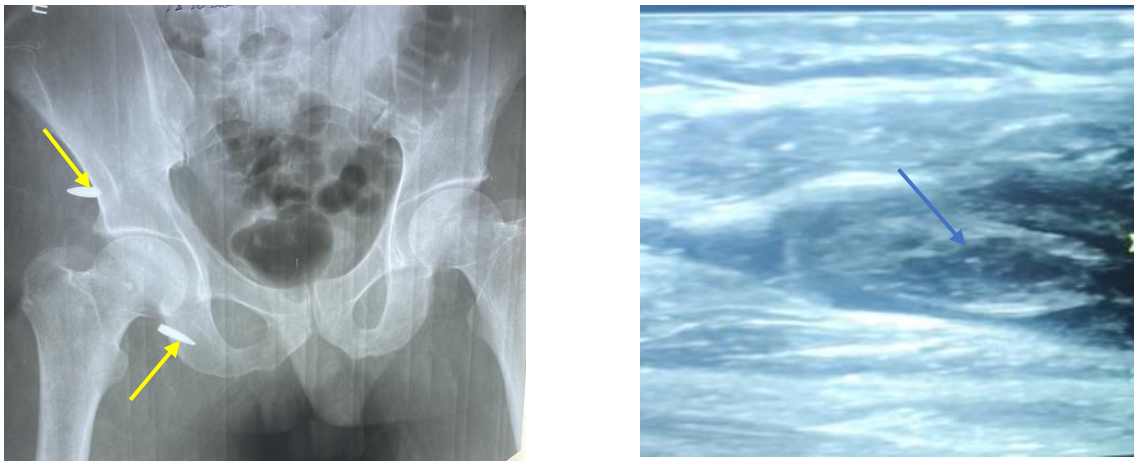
Кульове поранення таза. Рентгенографія таза. СТВП. Кулі таза (жовта стрілка). Флотуючий тромбоз суральних вен (голуба стрілка) за даними ультразвукової доплерографії
